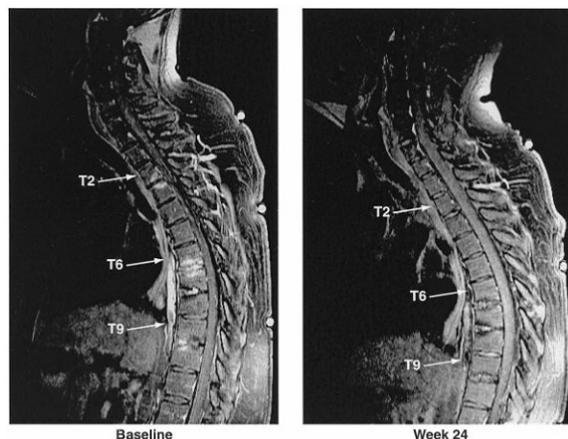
Gadolinium-enhanced T1-weighted magnetic resonance images, with fat saturation, of an ankylosing spondylitis patient at baseline and after 24 weeks of infliximab therapy. Thoracic vertebrae T2, T6, and T9 are indicated.
